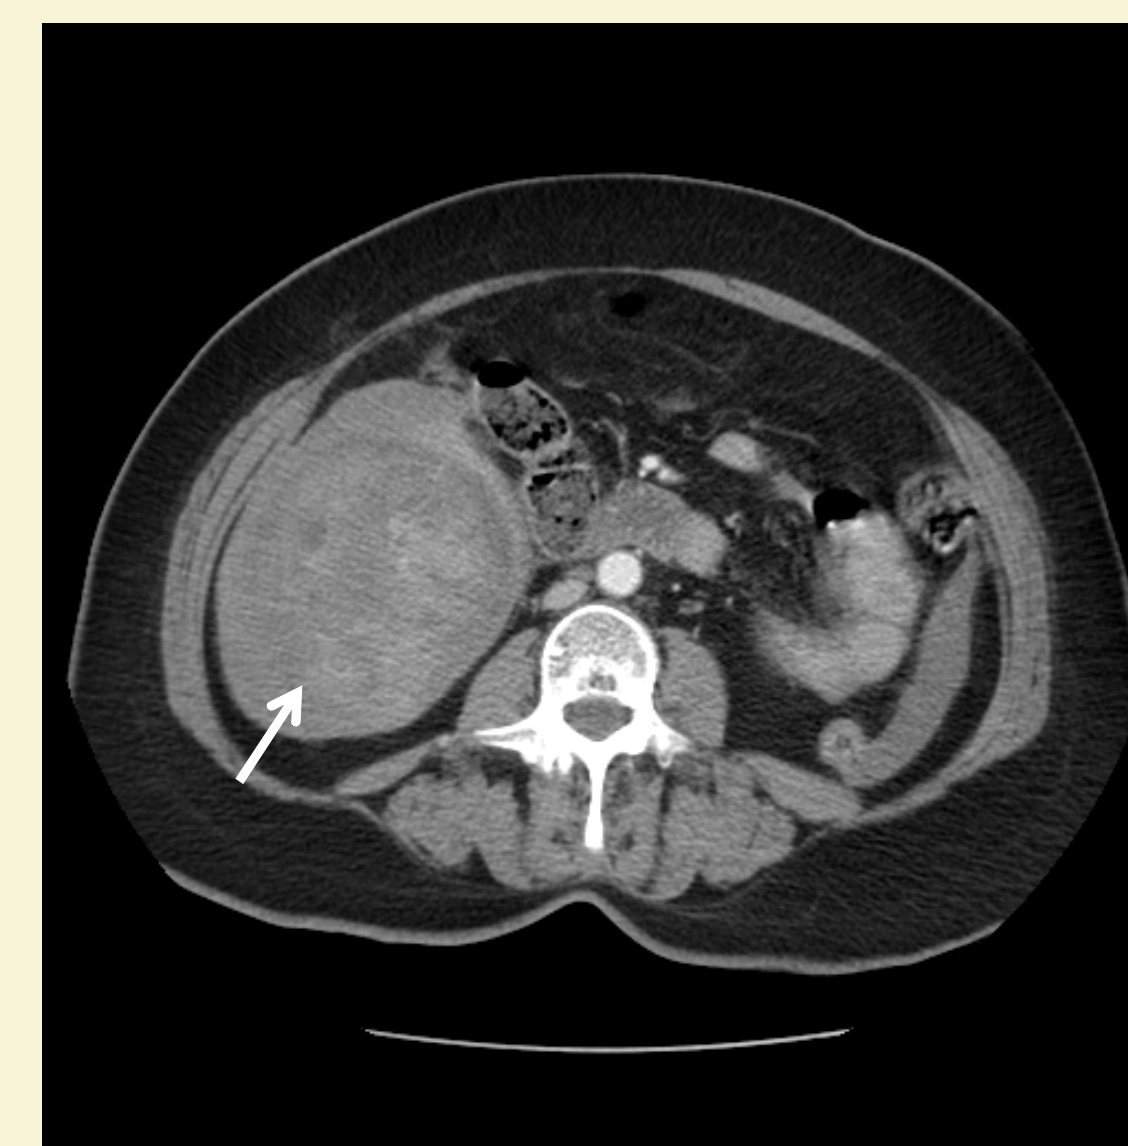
TC com contraste endovenoso (corte axial). Lesão ocupando espaço (seta).
